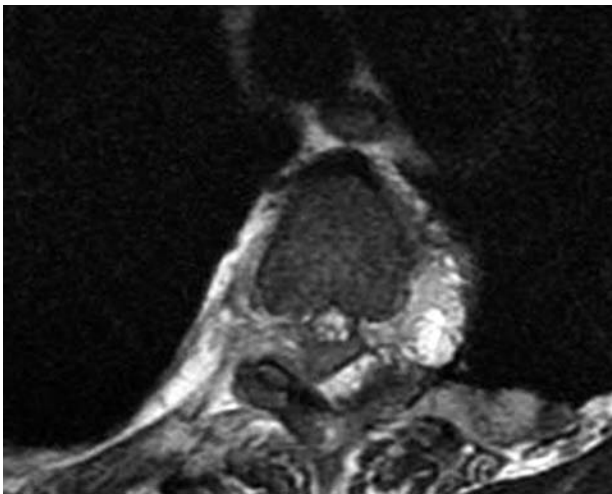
a,b. Axial MRI showing cystic lesion invading the spinal canal with spinal cord compression.
